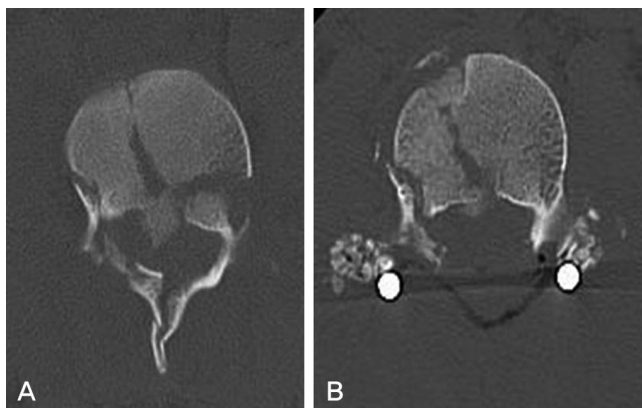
Preoperative (A) and postoperative (B) CT images of L3 burst fracture. Preoperative CT scan shows retropulsed fragment into the spinal canal. The fragments are reduced into body and canal is restored.
